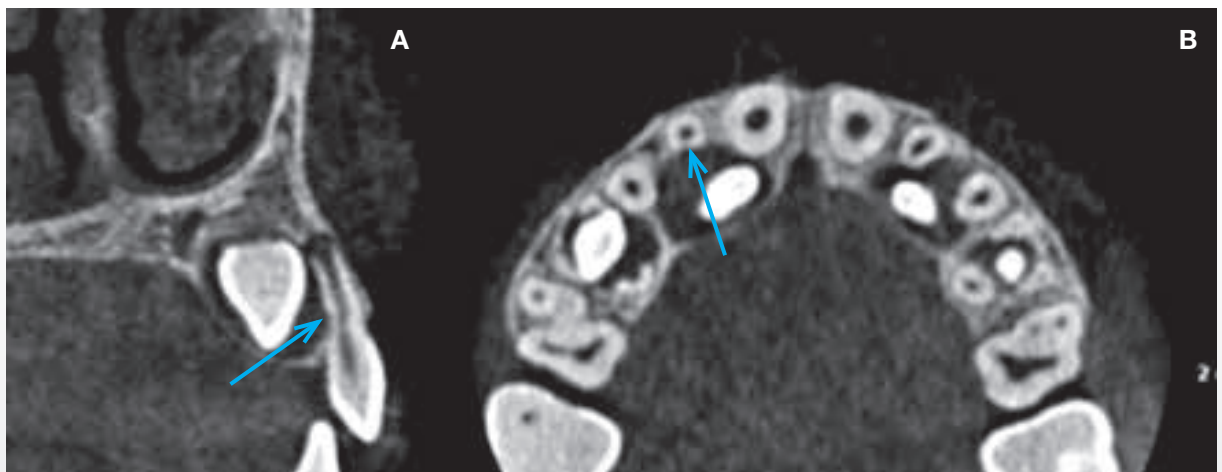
CBCT af 2+ med resorption forårsaget af retineret 3+. A. Tværsnit af 2+ i sagittalplanet; midtrods ses en lille konkavitet palatinalt (pil). B. Snit i aksialplanet; der ses affladning af roden af 2+ palatinalt (pil).
